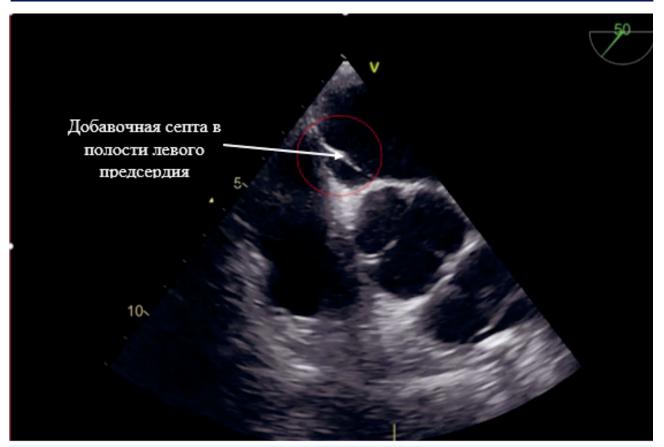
Интраоперационное трансторакальное УЗИ сердца. По данным УЗИ со стороны $\Lambda\Pi$ имеется расщепление в МПП по типу добавочной септы.
